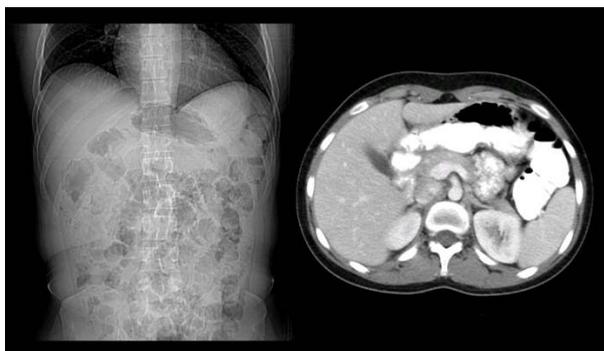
TC abdominal em decúbito dorsal com papa baritada em drenagem através do piloro, após posicionamento do doente em decúbito lateral direito
